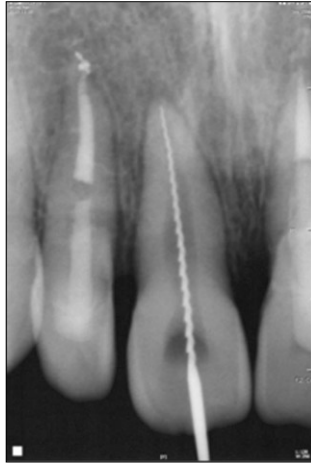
Radiograph after the crown-lengthening, the insertion of fiber-reinforced post and the reattachment of the crown fragment at maxillary right lateral incisor.
